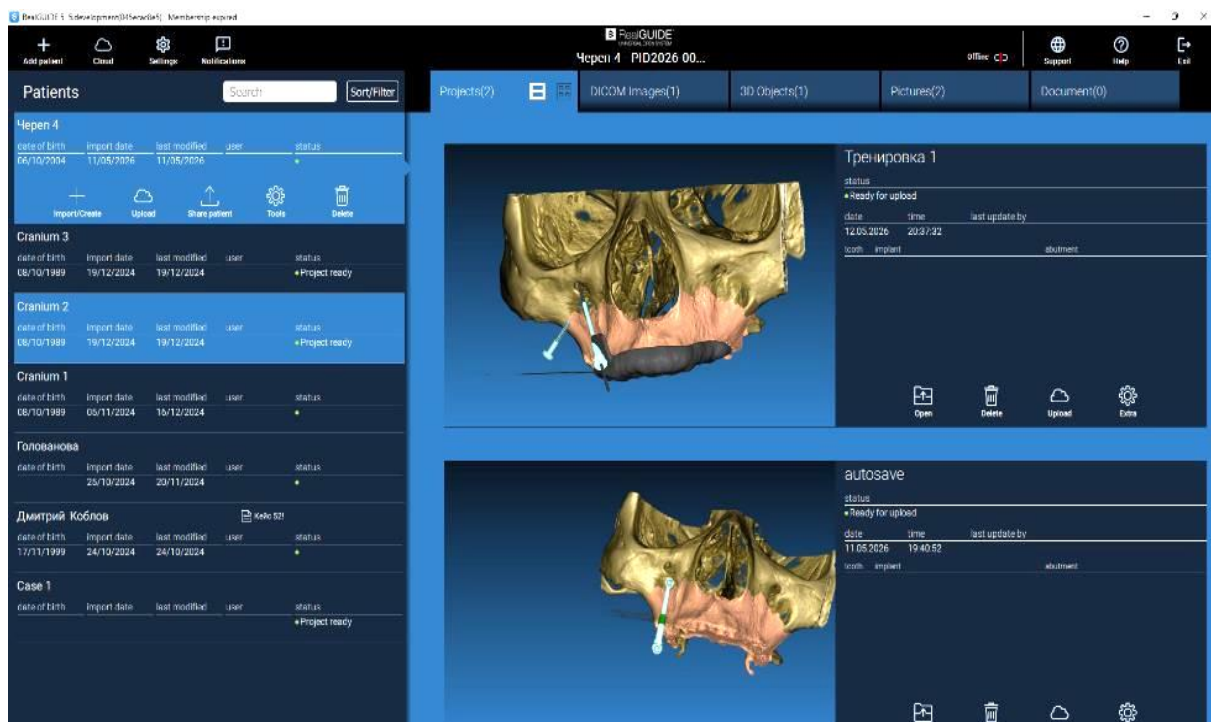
Процесс загрузки DICOM-файла конусно-лучевой компьютерной томографии макета сухого черепа человека в программу планирования
